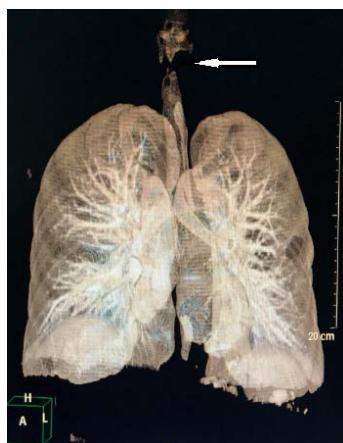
Lung CT: 1) Changes of chronic bronchitis in both lungs; A little chronic inflammation in both lungs; 2) The upper end wall of trachea was slightly less smooth and changed after operation
